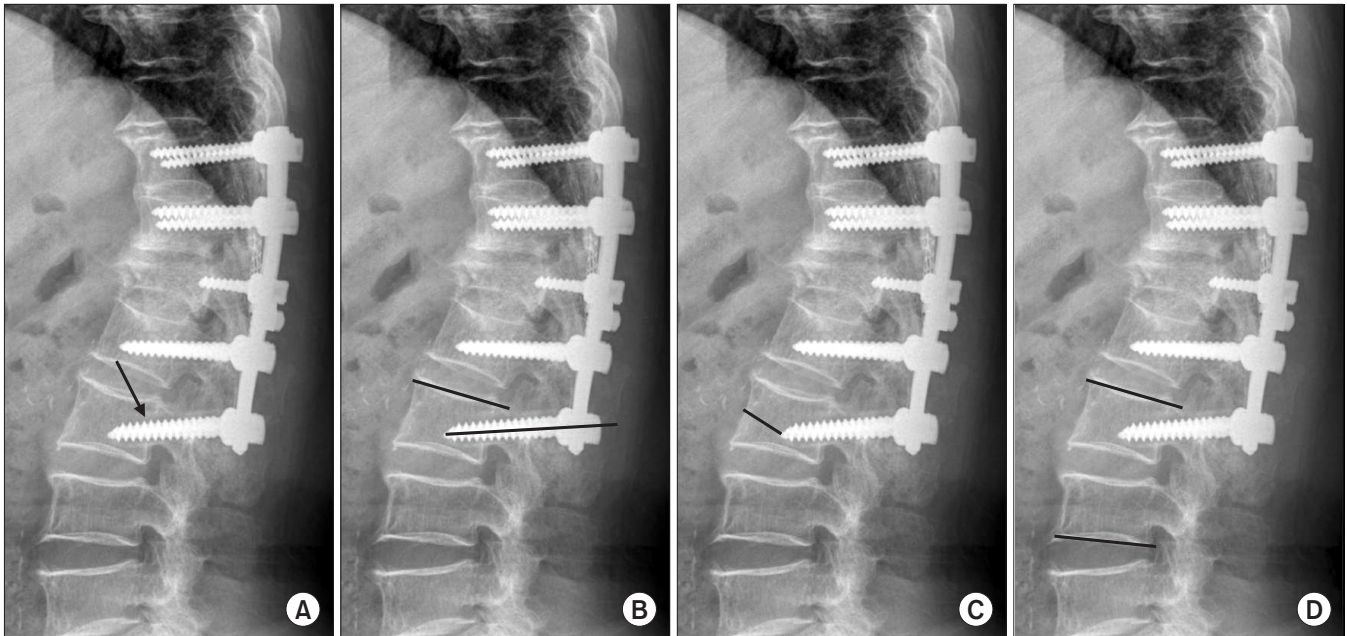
Radiographic parameters. (A) The halo around the distal screw was checked by a radiolucent width from the screw thread end (arrow). (B) The insertion angle of the distal screw was measured by a Cobb angle between the upper endplate of the lowest instrumented vertebrae and its screw. (C) The insertion distance of the distal screw was measured by the distance from the midpoint of anterior cortex of the lowest instrumented vertebrae to its screw tip. (D) Distal junctional lordosis was measured by a Cobb angle between the upper end plate of the lowest instrumented vertebrae and the low end plate of the distal adjacent vertebrae.
